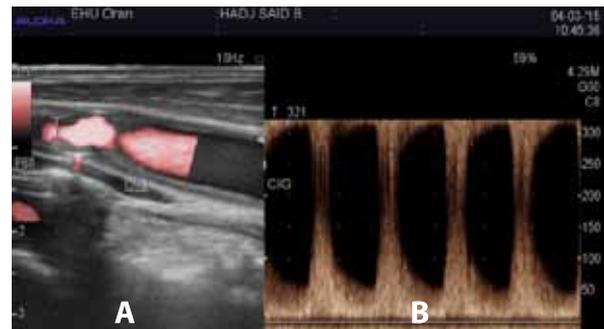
Échographie-Doppler : A. sténose hyper serrée de la Carotide interne (flèche) B :Vitesse systolique maximale supérieure à 250 cm/s
